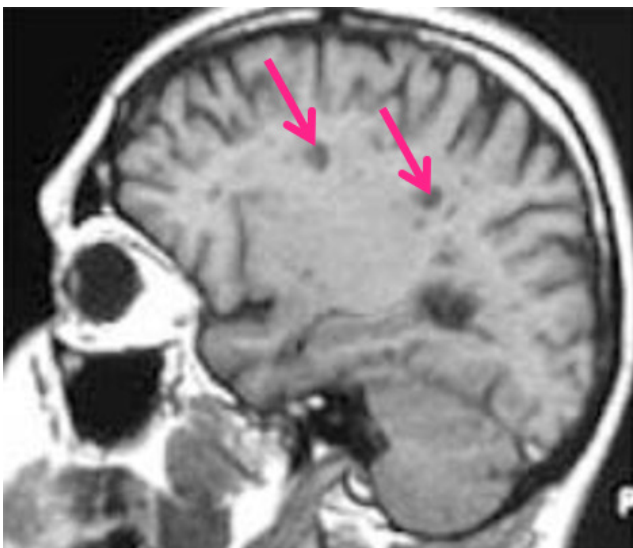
IRM en séquence T1 : « trous noirs » dans la substance blanche
